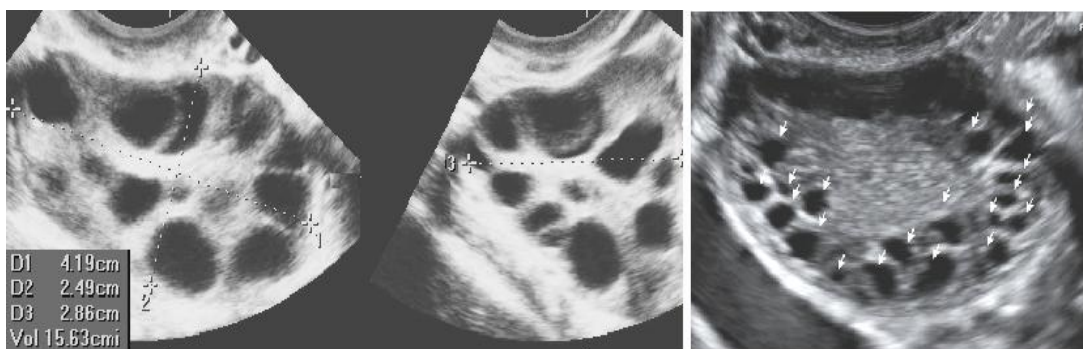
Измерение объема яичников и числа антральных фолликулов с помощью УЗИ.
